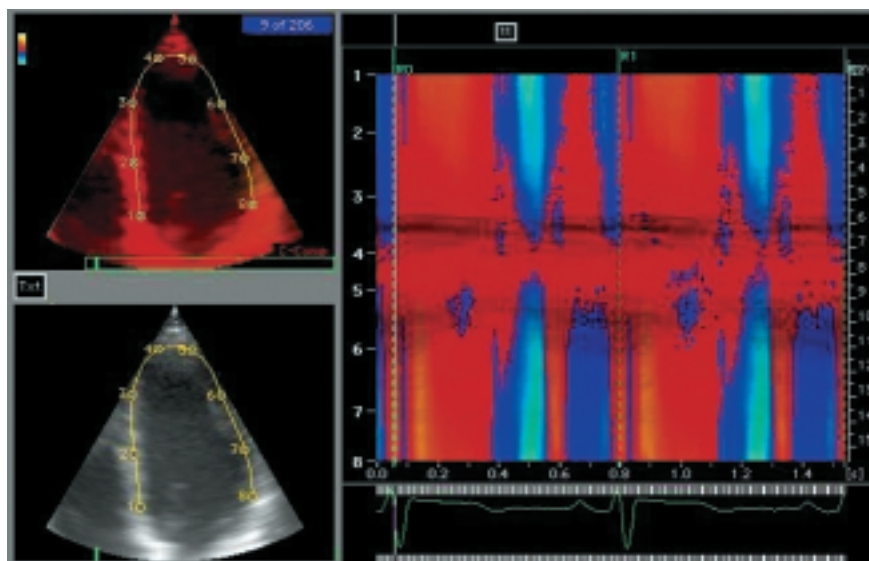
Esempio di ricostruzione M-mode utilizzando la tecnica M-mode curvilineo. Sull'immagine color Doppler tessutale bidimensionale (a sinistra) è tracciata una linea di analisi che si adatta alla curvatura del miocardio ventricolare, che inizia a livello del setto basale (punto 1), attraversa i segmenti puntali (punti 3-6) e termina a livello della parete laterale basale (punto 8). Nell'immagine M-mode ricostruita (a destra) la banda rossa (che inizia con il QRS) indica la sistole a livello di tutti i segmenti campionati dalla linea curva (dal setto basale alla punta e alla parete laterale basale). La diastole è invece indicata da bande blu poiché i segmenti miocardici si muovono in senso opposto. Nell'immagine M-mode sono rappresentati due cicli cardiaci consecutivi.
